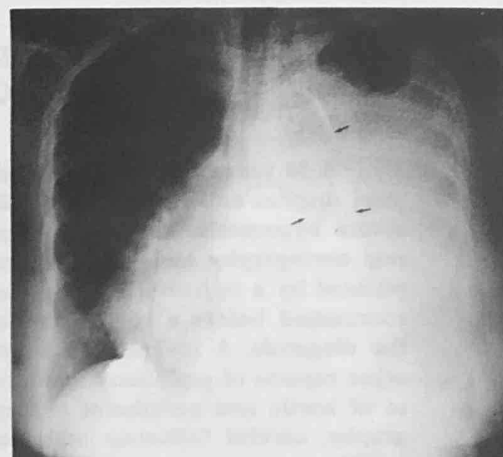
Radiografía de Tórax. Desplazamiento del mediastino a la derecha, velamiento extenso del hemitórax izquierdo con atelectasia pulmonar y extensas calcificaciones de la aorta descendente (flechas).
